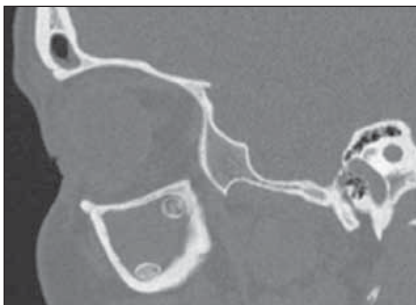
КТ придаточных пазух носа в сагитальной и аксиальной проекциях; множественные костные образования в левой ВЧП на фоне гнойно-продуктивного синусита; заключение рентгенолога: остеома левой ВЧП
